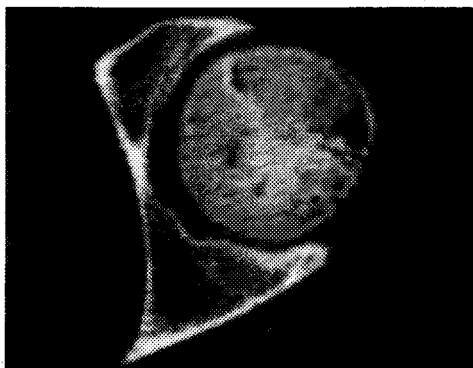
Tomografía Axial Computerizada
